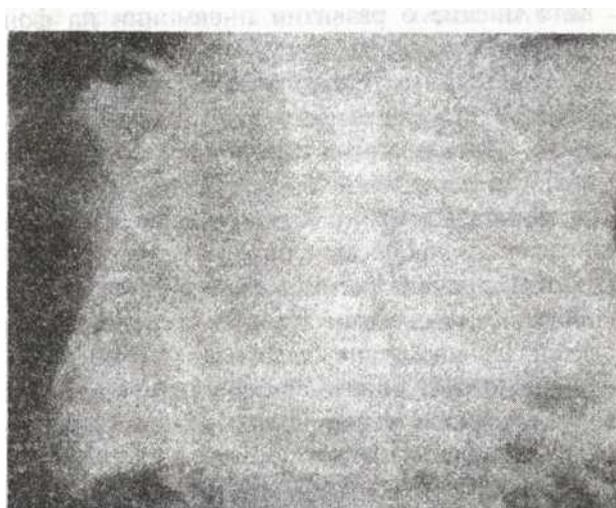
III степень тяжести Рентгенограмма ребенка С., 17 дней. Срок гестации 36-37 недель. Нижнедолевая пневмония слева. Субтотальное гомогенное затемнение левого легкого. Воздушность правого легкого снижена. Единичные очаговые тени в правом легком.
